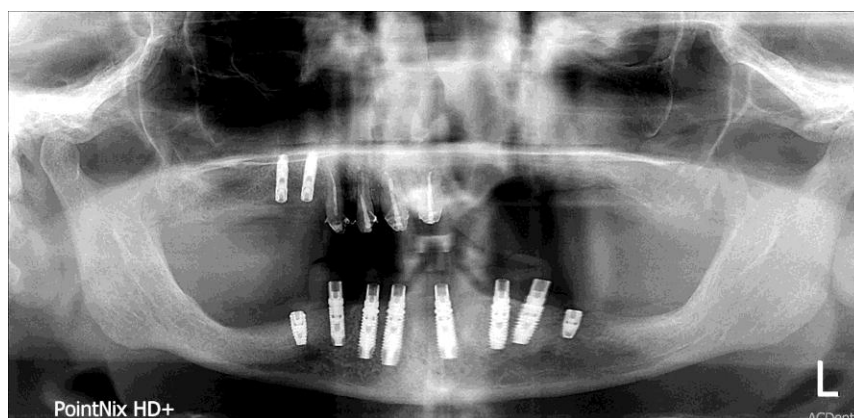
Ортопантомограмма пациентки А...59 лет. После проведения дентальной имплантации. На имплантаты 35-45 установлены временные абатменты
